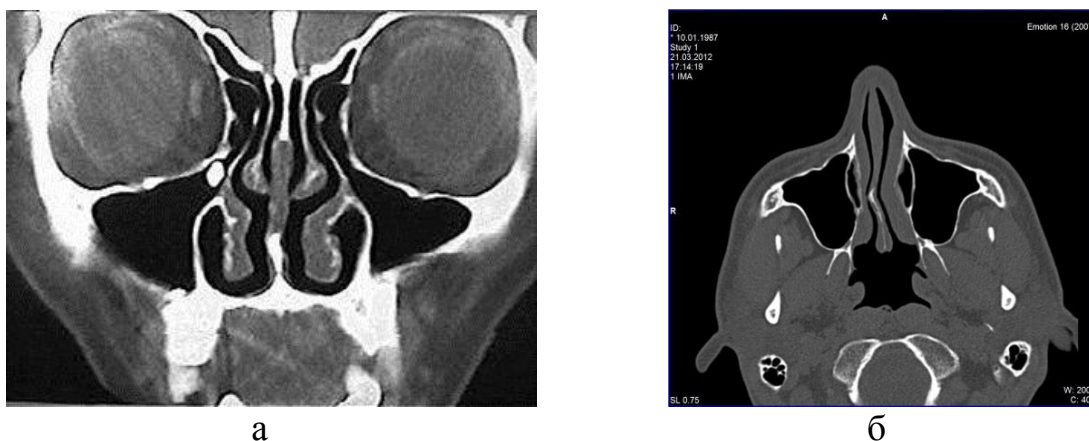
КТ-исследования: а – топограмма, б – сечение
